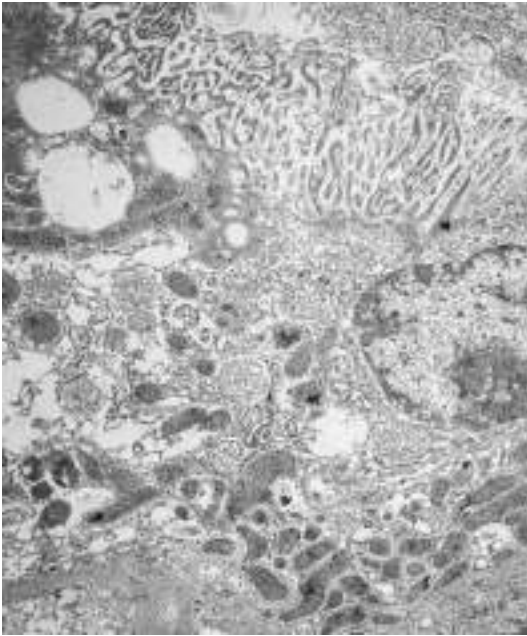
Состояние ультраструктуры почечной ткани на фоне действия маннитола после 60-минутной тепловой ишемии и 60-минутной реперфузии почки. Контрастирование в спиртовом растворе ацетата уранила и водном растворе цитрата свинца ($\times 20\ 000$)
